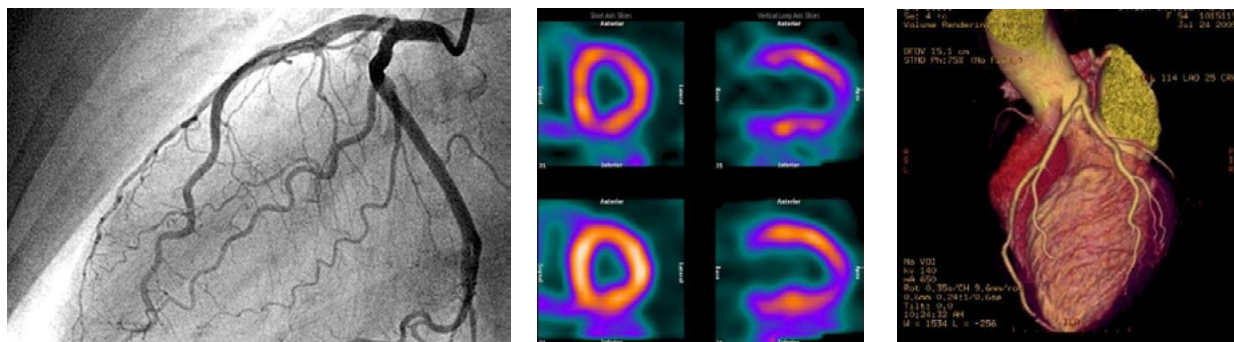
Angiografía, Gammagrafía y Tomografía cardíaca
